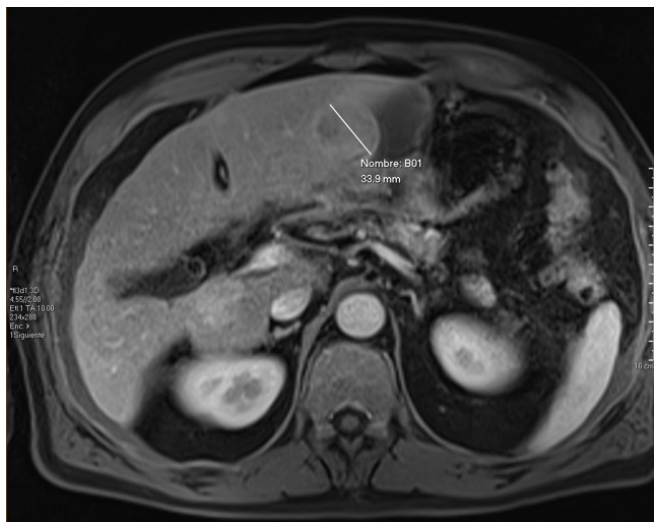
Resonancia magnética dinámica. Lesión compatible con hepatocarcinoma.
